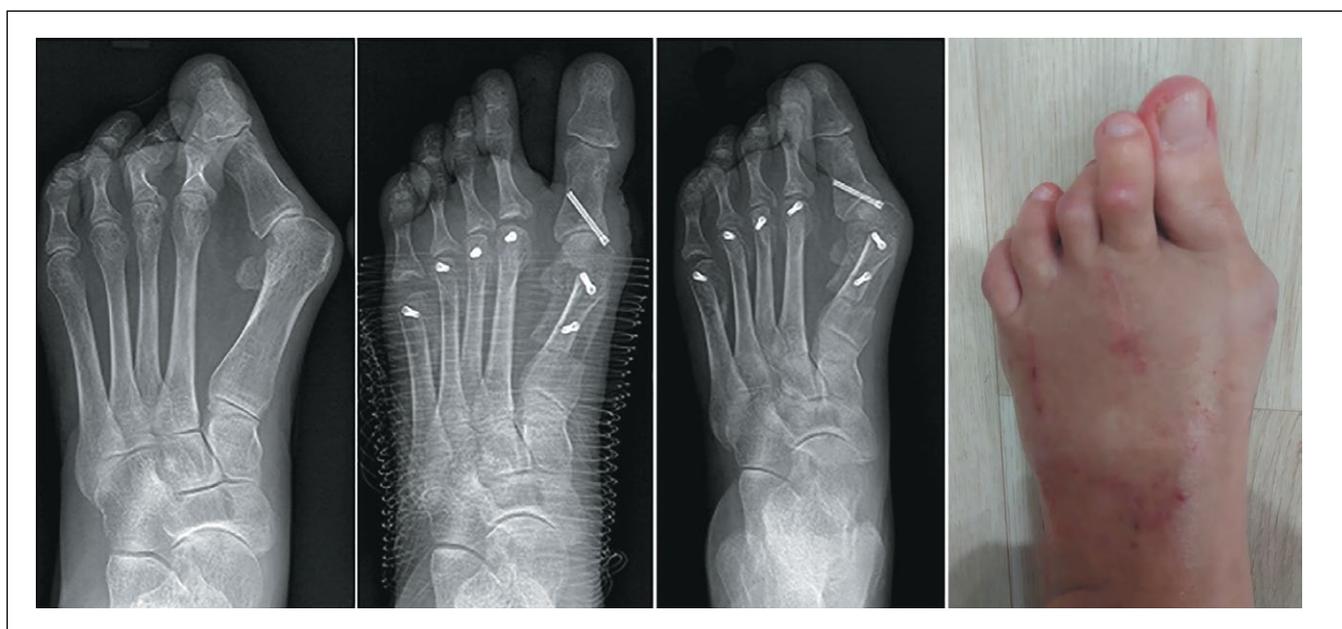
Рентгенограмма до проведения ССО; сразу после устраненной деформации; через 3 месяца после ССО (рецидив деформации); внешний вид стопы через 3 месяца после операции.
